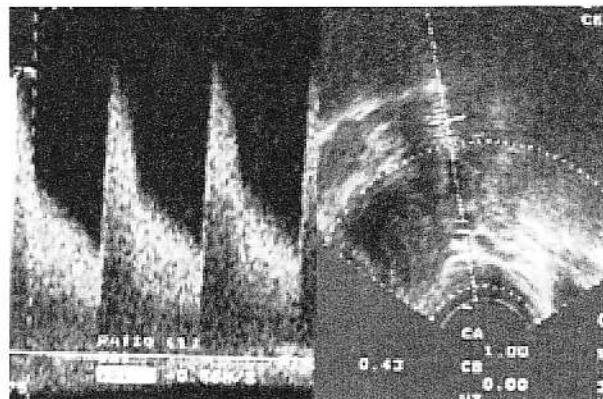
Examinare Doppler pulsat - fibromiom uterin "activ", cu rezistivitate vasculară scăzută.
